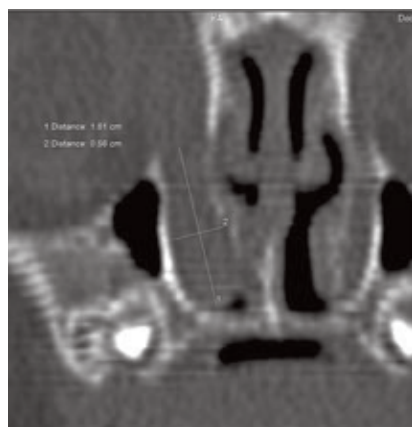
Компьютерная томограмма пациента Т., 8 месяцев, корональная проекция. Дакриодуктоцеле с облитерацией устья носослезного протока справа
